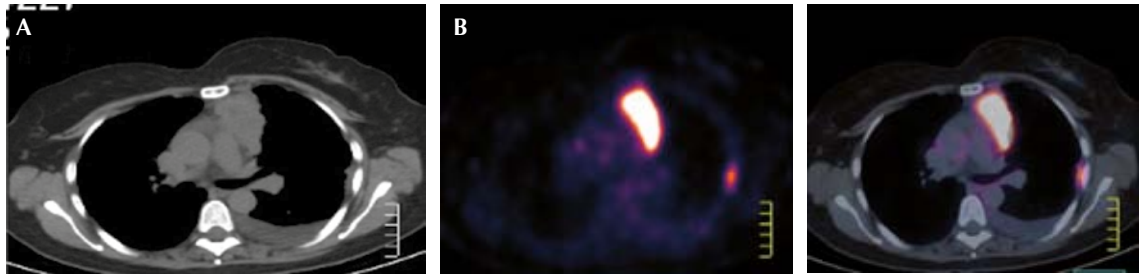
Tomografía por emisión de positrones con 18-FDG. A. Tomografía axial computada de tórax que muestra una masa mediastinal anterior izquierda con áreas de necrosis central bilobulada. Ganglios supra-aórticos (13 mm), nódulo pleural izquierdo y nódulo pericárdico izquierdo. B. Imagen por tomografía computada por emisión de positrones que muestra una masa mediastinal hipermetabólica heterogénea (SUV máximo: 10.4).
